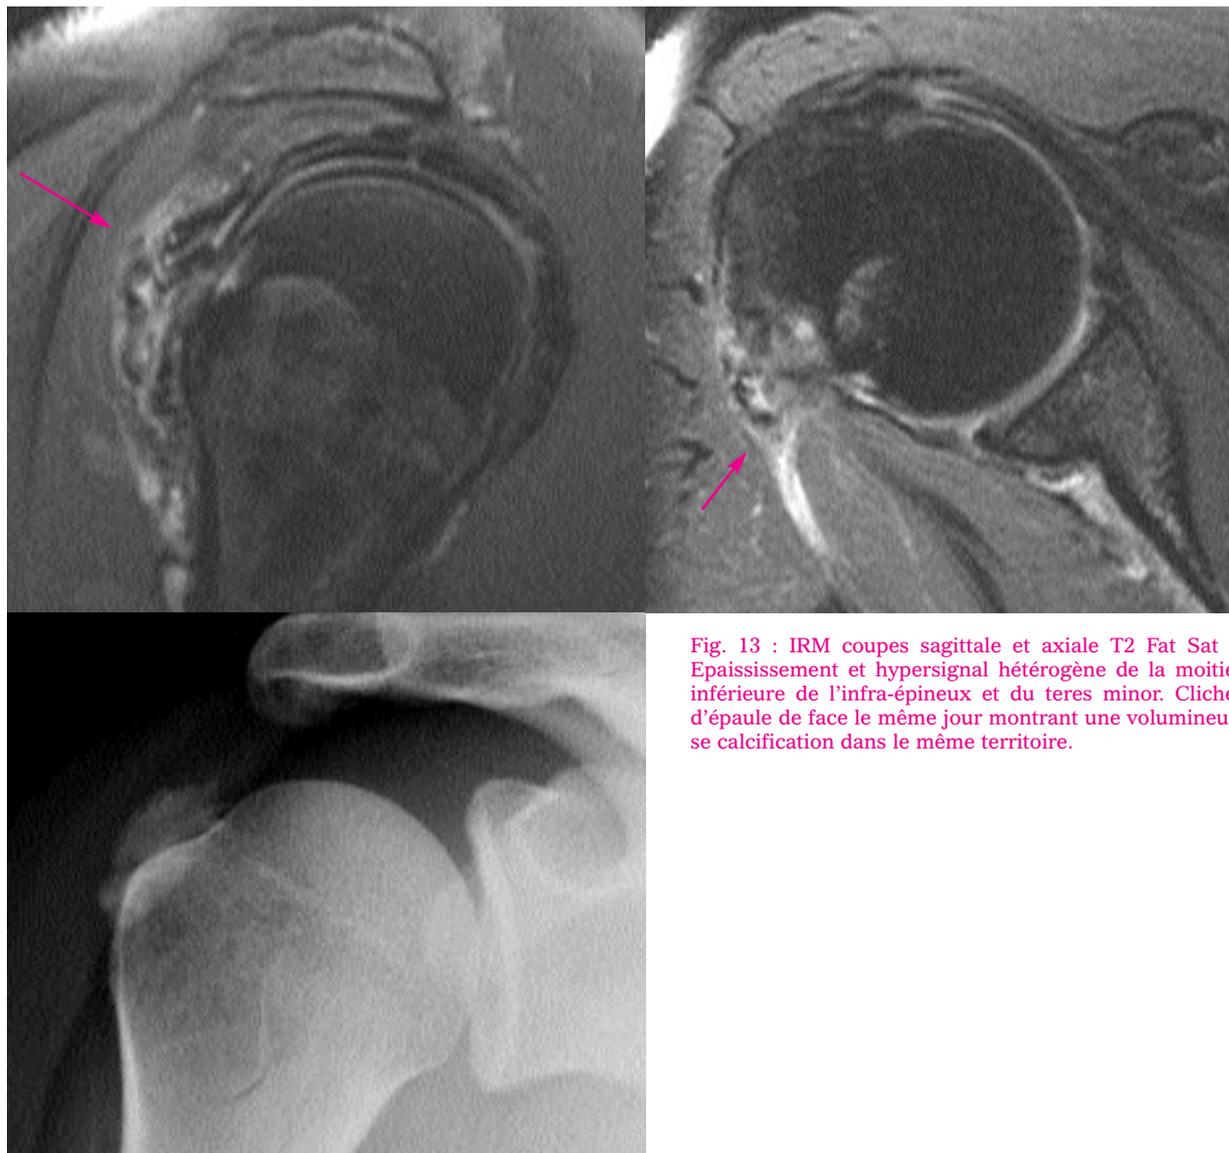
IRM coupes sagittale et axiale T2 Fat Sat : Epaississement et hypersignal hétérogène de la moitié inférieure de l'infra-épineux et du teres minor. Cliché d'épaule de face le même jour montrant une volumineuse calcification dans le même territoire.
